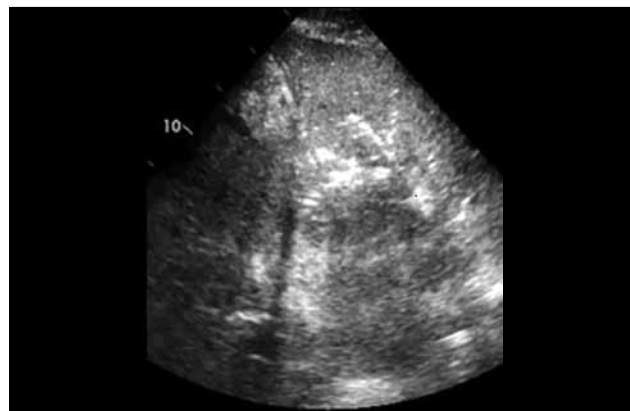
УЗИ. “треугольная” деформация плевральной линии
